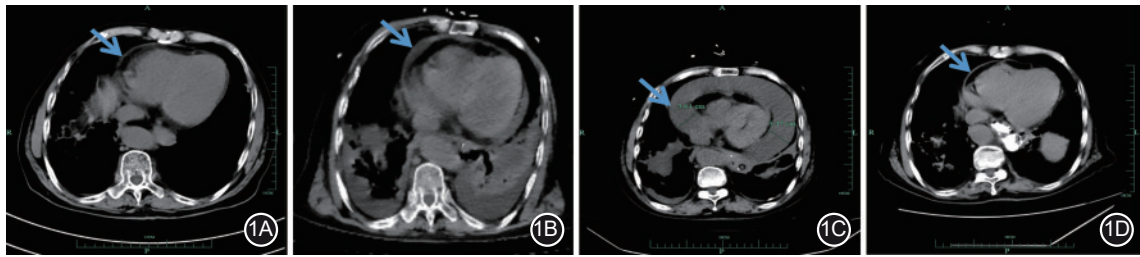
本例食管胃结合部腺癌患者行全胃切除术后肺部CT平扫影像图(箭头所示为心包脏-壁层间距) 1A. 术前未见明显心包积液;1B. 术后6 d可见少量胸腔积液,心包脏-壁层间距小于15 mm;1C. 术后18 d心包积液量进一步增加,心包脏-壁层间距>25 mm;1D. 出院时,两肺散在炎性反应,心包积液较前明显减少
